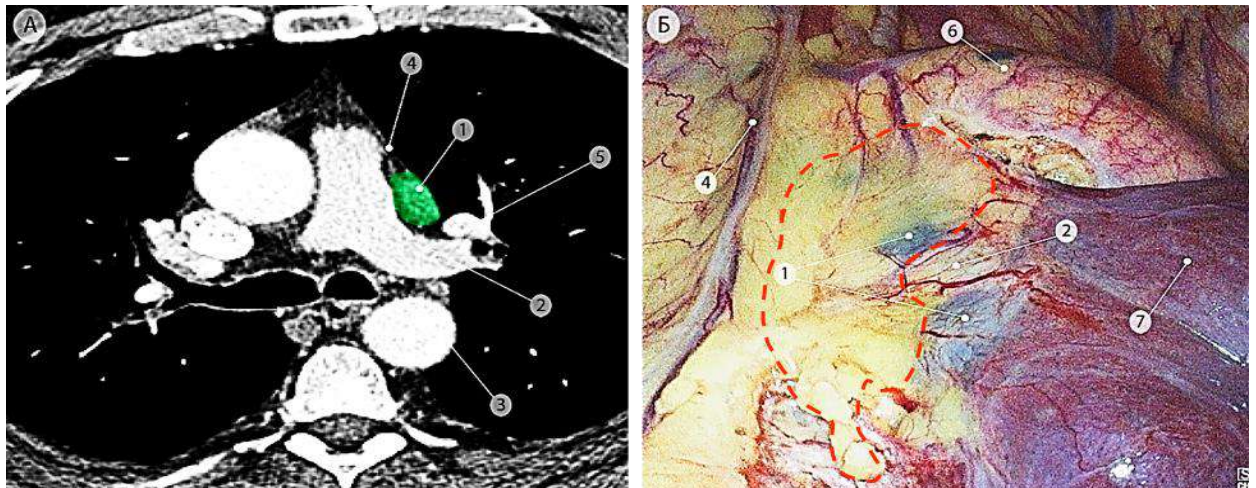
Левые передние корневые лимфоузлы (группа 10L), отмечены зелёным цветом. а – компьютерная томограмма (аксиальная проекция); б – интраоперационная эндоскопическая фотография, вид из левой плевральной полости на переднюю поверхность корня левого лёгкого. Пунктирной линией показаны границы подлежащего удалению блока лимфоузлов с клетчаткой. 1 – левые передние корневые лимфоузлы (группа 10L); 2 – левая лёгочная артерия; 3 – нисходящая часть аорты; 4 – левый диафрагмальный нерв с перикардио-диафрагмальными сосудами; 5 – левая верхняя лёгочная вена; 6 – дуга аорты; 7 – верхняя доля левого лёгкого.
